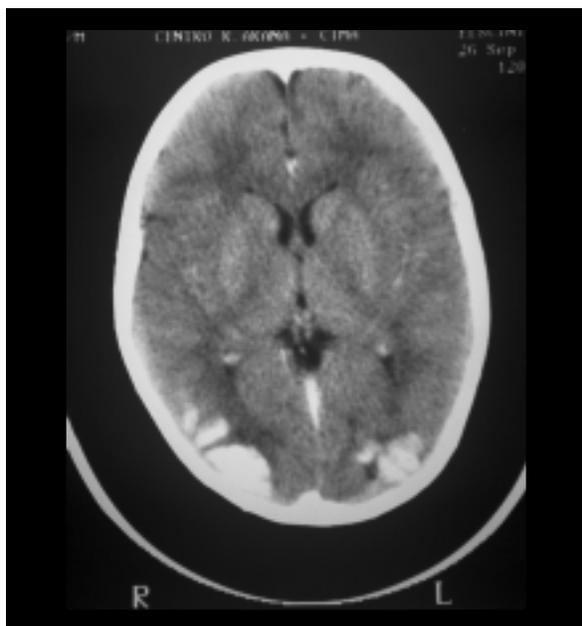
TAC de cráneo. Calcificaciones cerebrales, córtico-subcorticales, topografiándose a nivel occipital, bilaterales y simétricas
